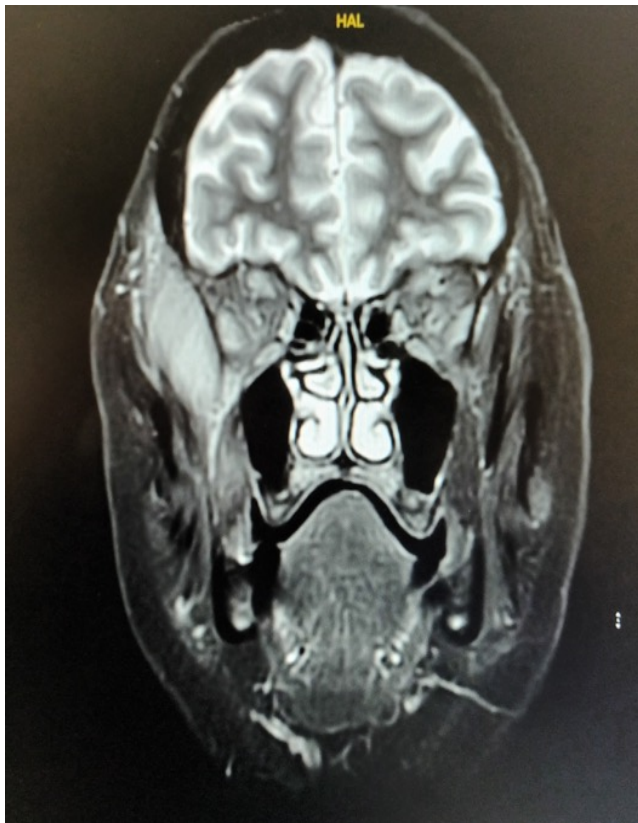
RMN craneal, plano coronal. Masa en músculo temporal derecho, ovalada (2 cm anteroposterior x 2 cm lateral x 4 cm craneocaudal), bien delimitada.
